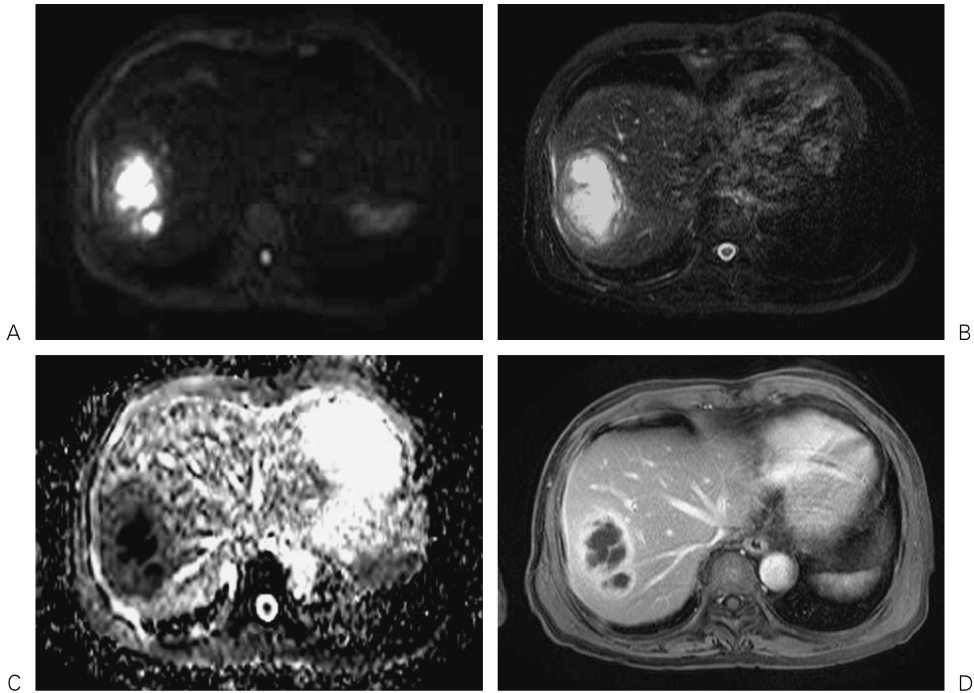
Liver abscess in a 72-year-old male with gastric cancer is shown. The abscess in S8 is hyperintensely depicted on DWI (A) and is hardly differentiated from hepatic metastasis. However, the central part of the lesion which is observed as hyperintense area both on DWI and T2WI (B), is shown as hypointense on ADC-map (C). ADC measurement reveals that this contrast part has extremely low ADC ($0.75 \times 10^{-3} \text{ mm}^2/\text{s}$). The post-contrast image shows characteristic trabeculation in the central part. These findings are typical for a liver abscess containing viscous fluid inside.
